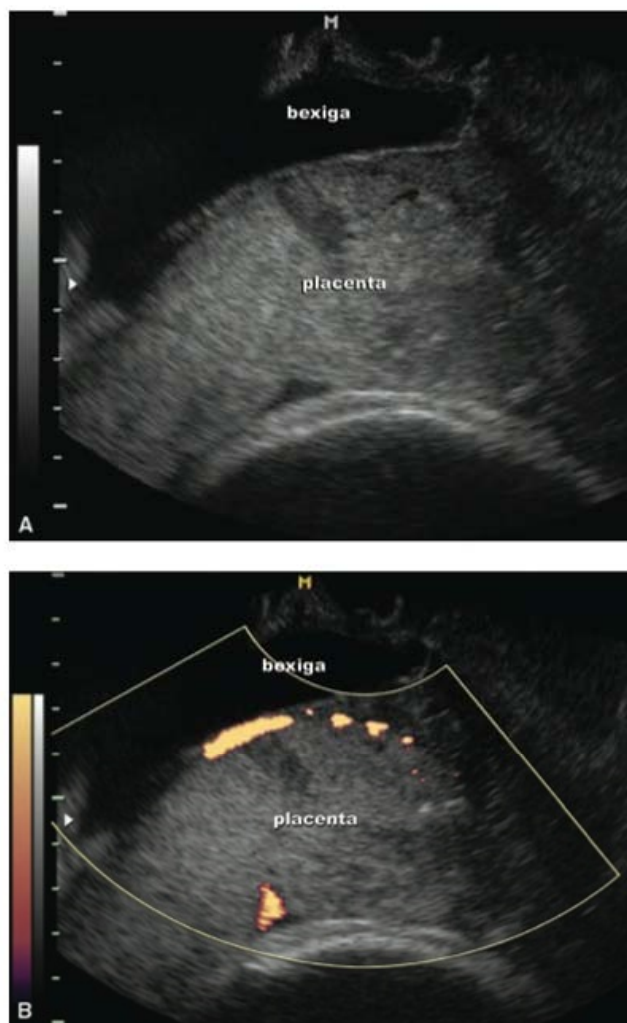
■ Imagem de ultrassonografia transvaginal demonstrando placenta prévia increta. A. Observa-se ausência de miométrio entre a placenta e a parede da bexiga, com a presença de lago placentário atípico. B. Mesma imagem com o auxílio do power Doppler demonstrando vascularização anômala entre a placenta e a bexiga.
